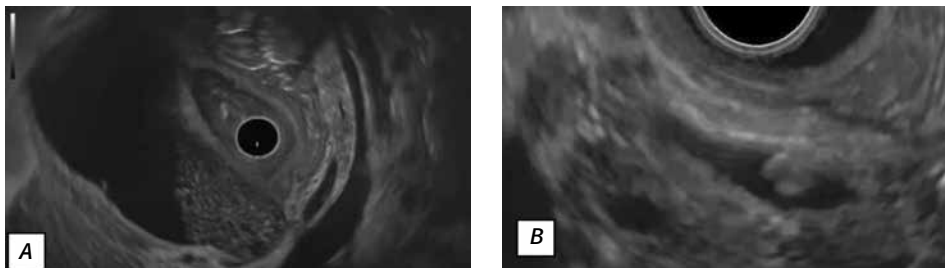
Ultrasonografie endoscopică: A – sludge biliar; B – coledocolitiază [71]
